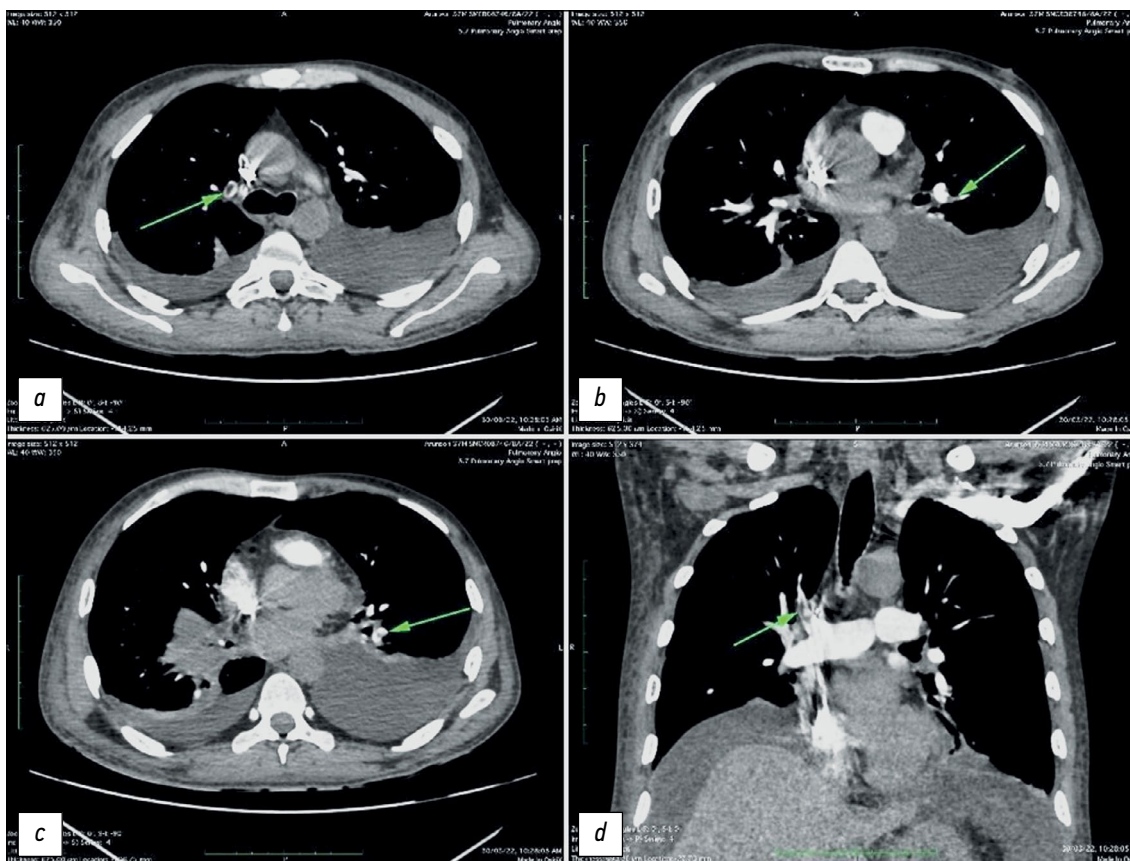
Результаты компьютерной томографии, выполненной у пациента мужского пола, 27 лет, с COVID-19, у которого выявлен двусторонний плевральный выпот: *a* — тромб в лёгочной артерии непосредственно вблизи сегментарных ветвей; *b* — тромб в боковой сегментарной артерии нижней доли левого лёгкого; *c* — тромб в лёгочной артерии нижней доли левого лёгкого перед разделением на ветви; *d* — тромб в лёгочной артерии верхней доли правого лёгкого непосредственно проксимальнее сегментарных ветвей.
